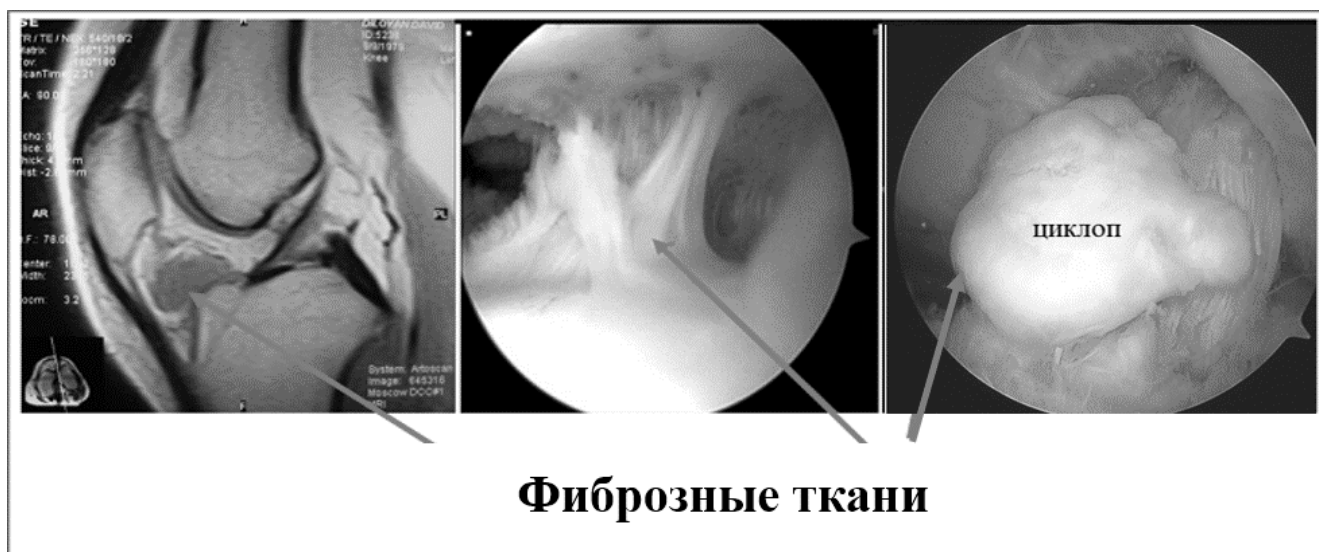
АФКС на МРТ и при артроскопии
